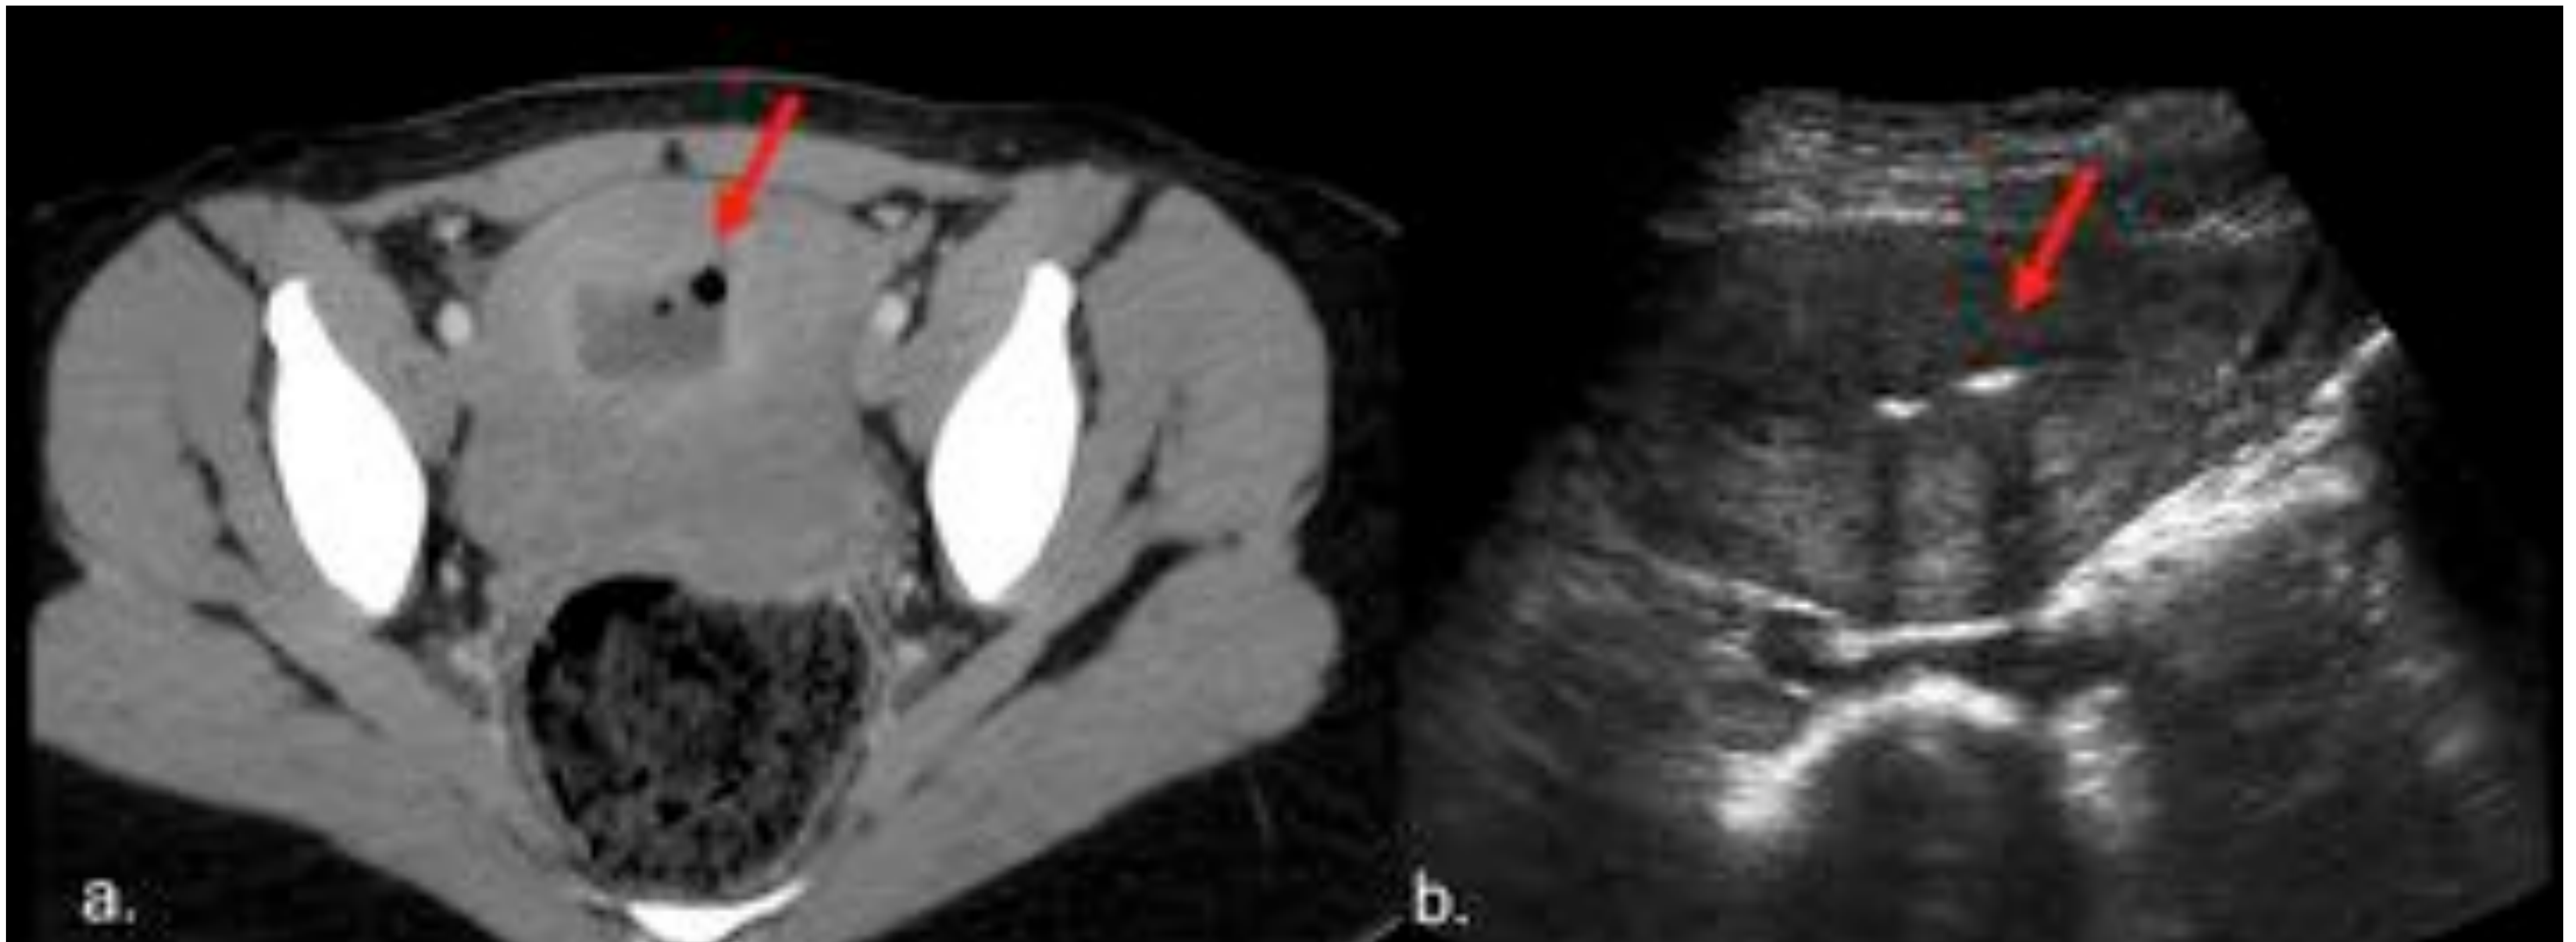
Hallazgos normales. Imagen TC (a) de útero aumentado de tamaño con contenido hipodenso y gas (flecha). Ecografía (b) con gas intrauterino (flecha).
